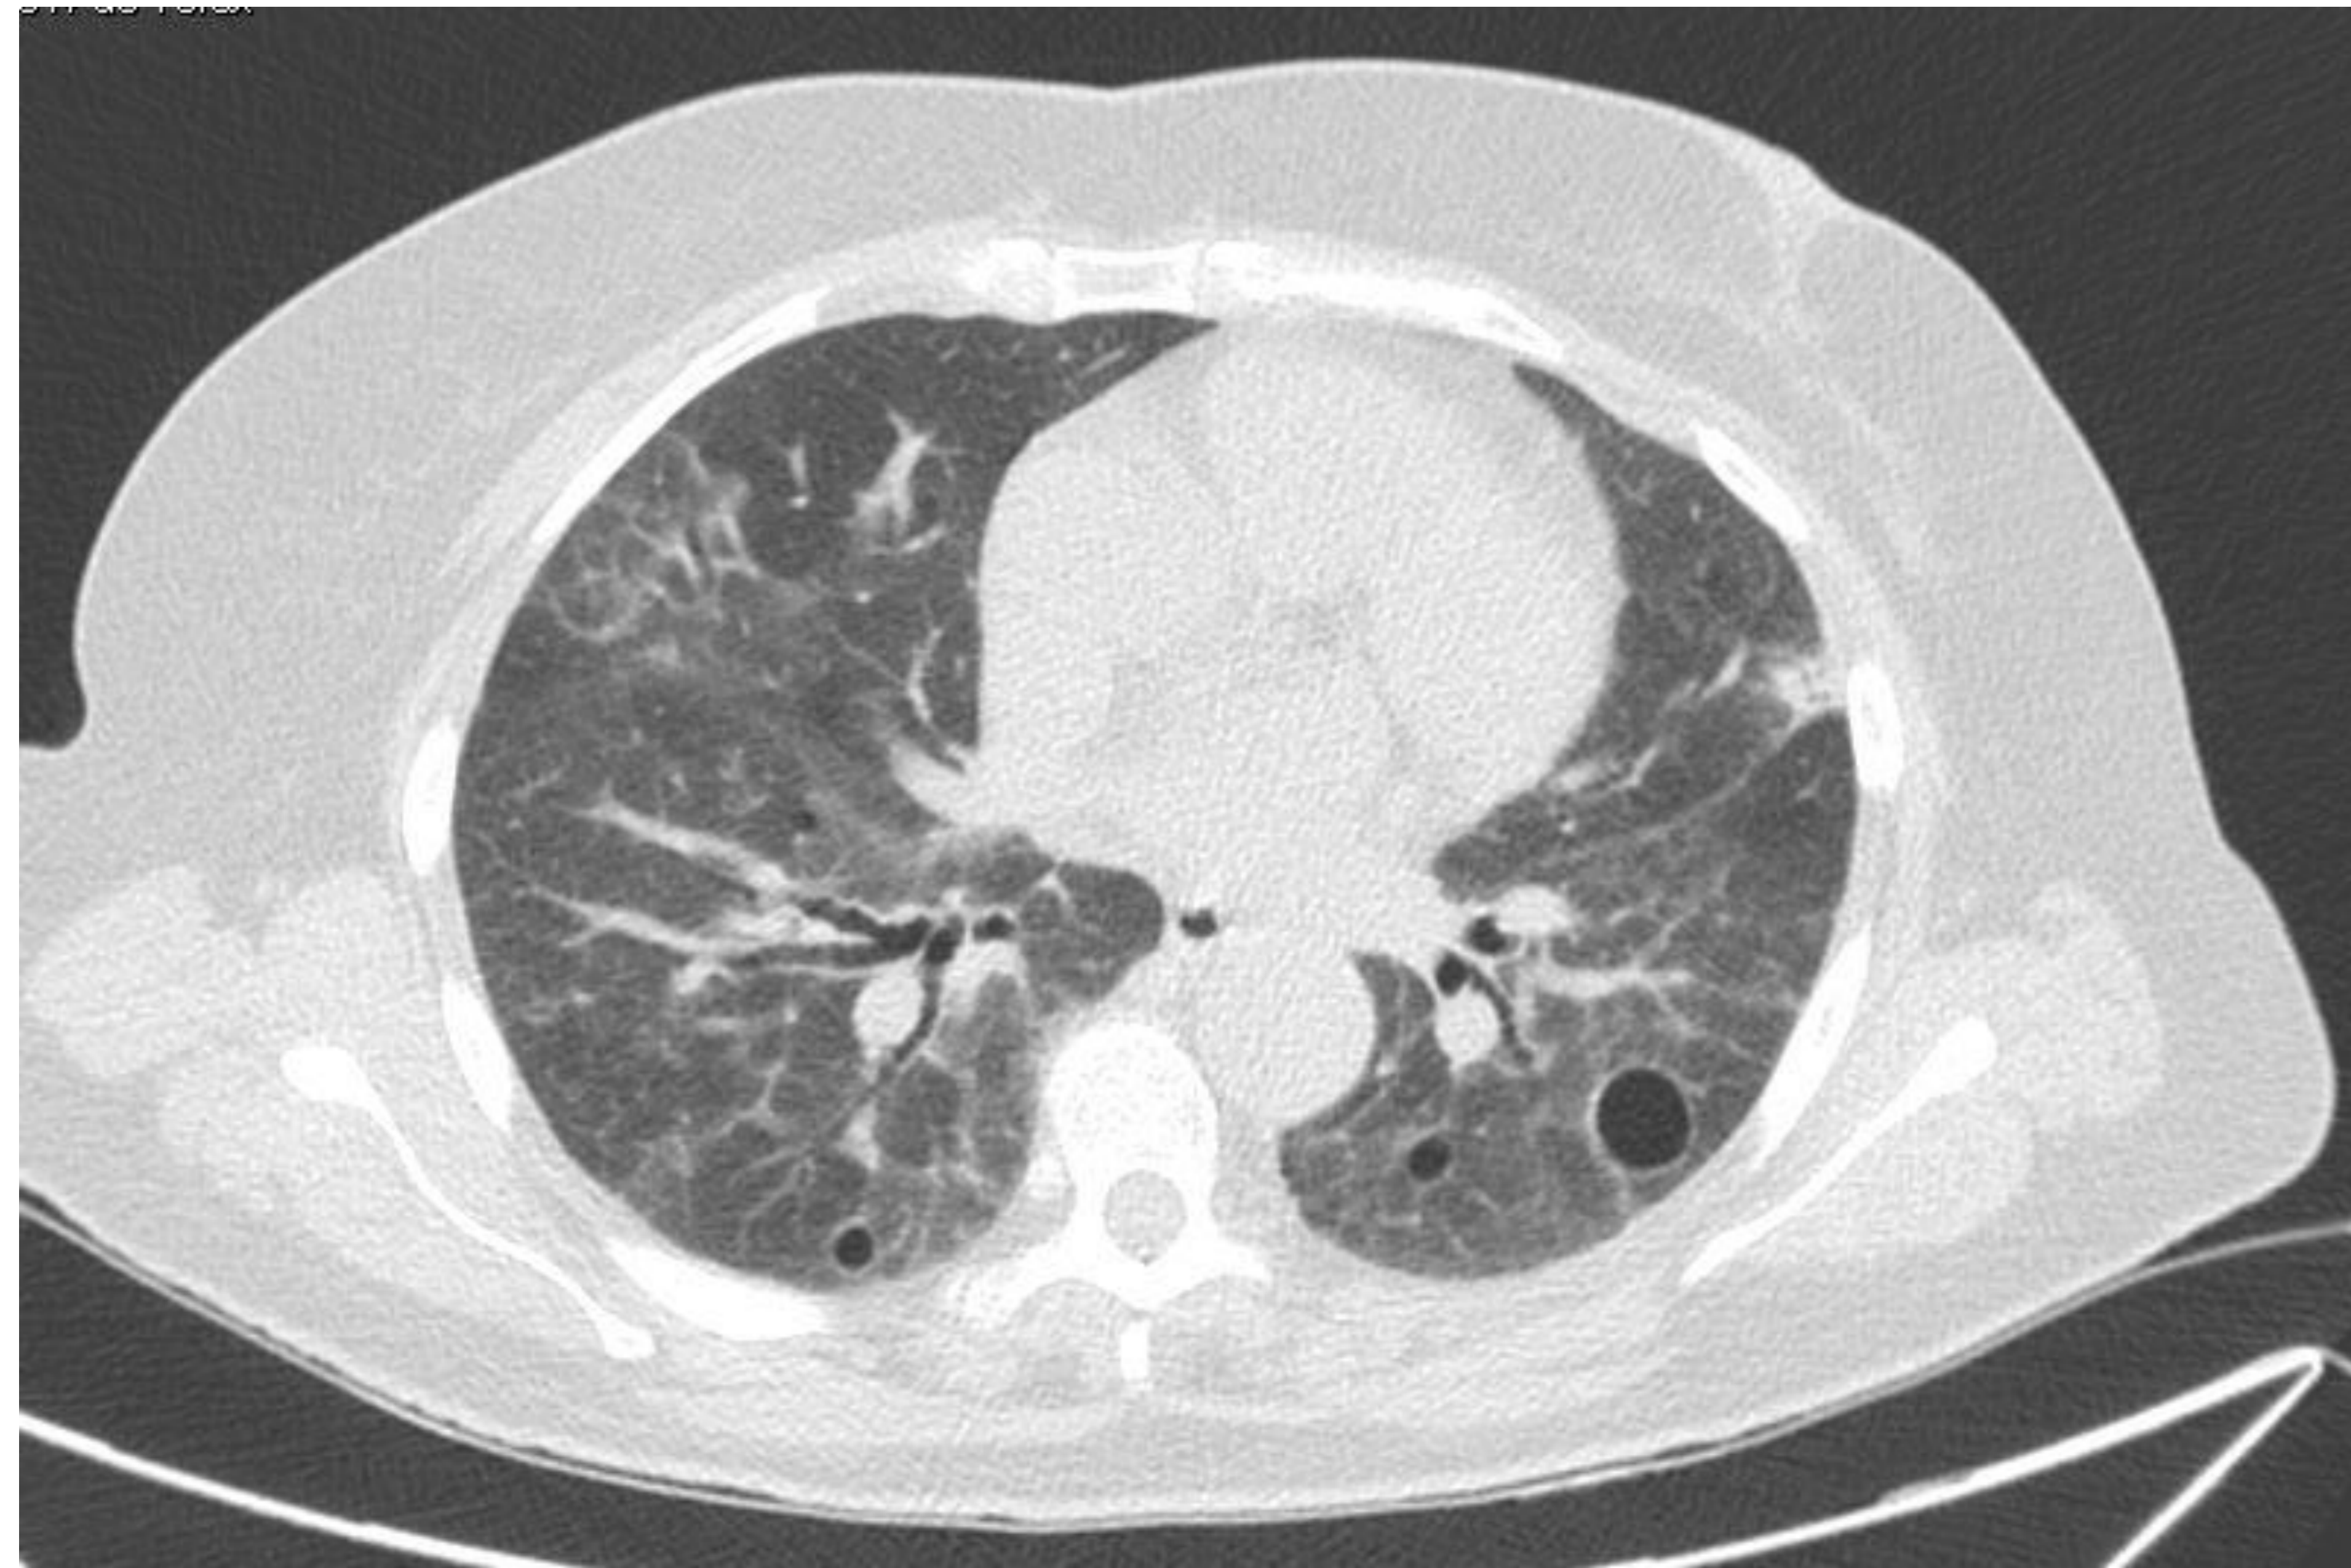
TC en plano axial. Cortes de craneal a caudal.
